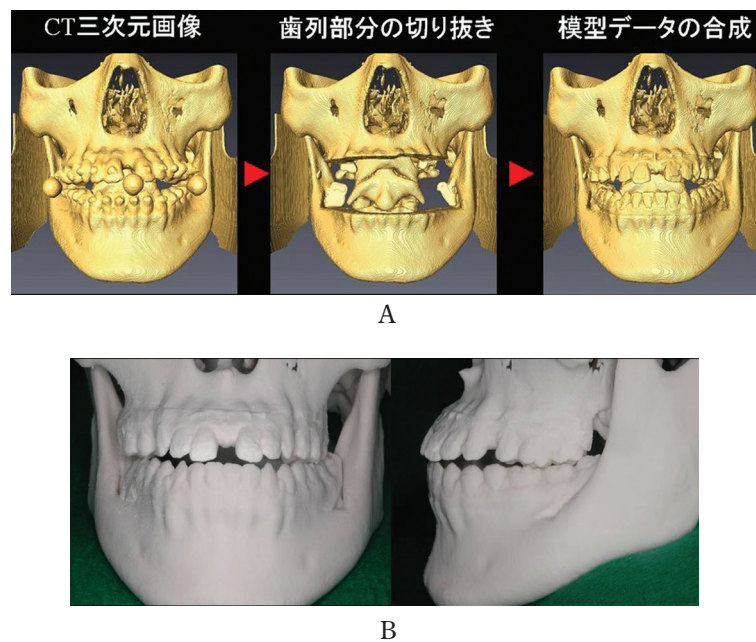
A. 頭部のCT撮像データをDICOM形式で出力し、術直前に作製した歯列模型のスキャンデータと画像解析ソフト上で組み合わせ、三次元画像を構築した(本学矯正歯科学講座 浅間雄介先生ご提供). B. 頭部CT撮像データと歯列模型の μ CTによるスキャンデータの統合データから歯列形態の情報を含んだ頭部骨格三次元実体モデルを作製した.
